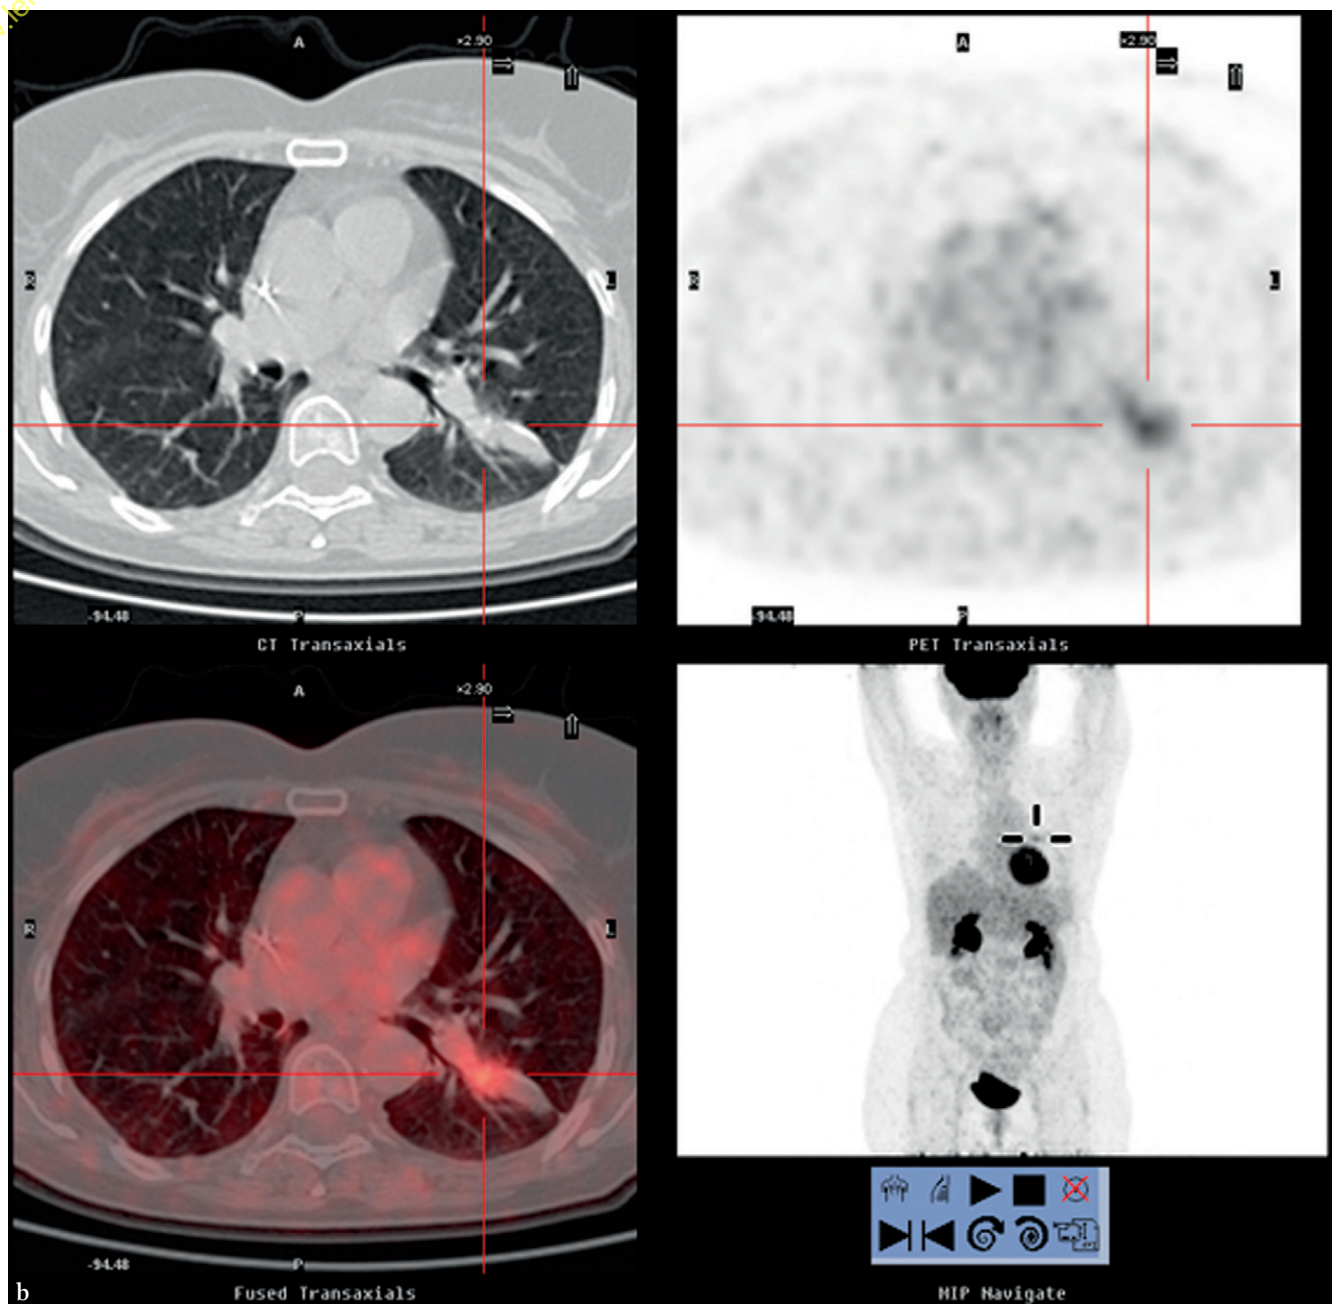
TEP-FDG. Bilan initial (P1) et après chimiothérapie (P2). (suite)
